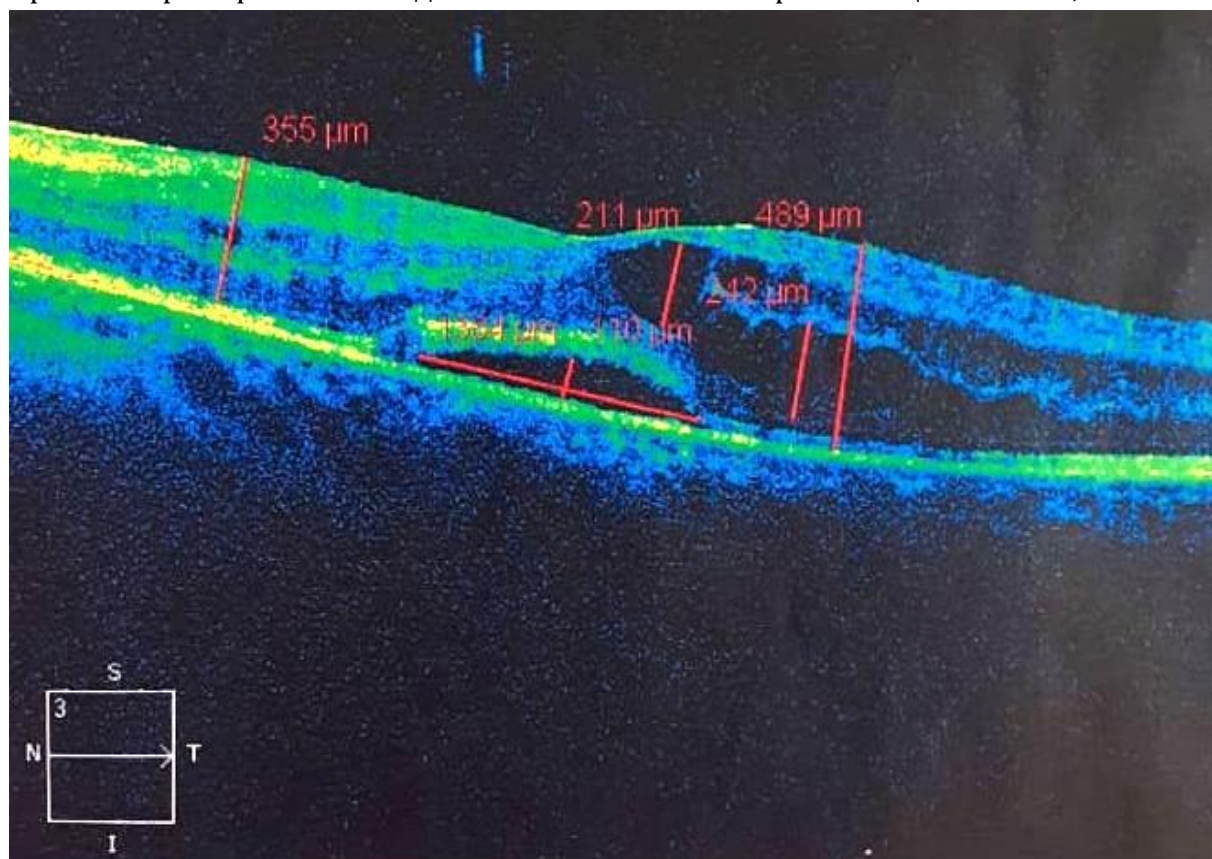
Оптическая когерентная томограмма макулярной области левого глаза (2019 г.) На томограмме определяется нарушение структуры сетчатки, ее утолщение за счет отека, множественные кистозные полости, отслойка нейрозептотеллия
